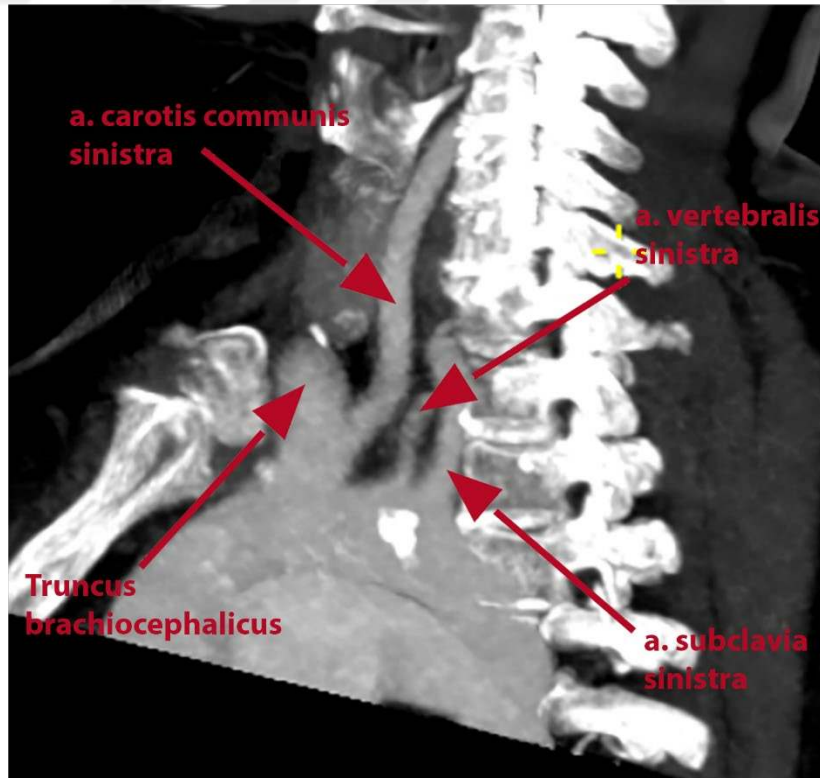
Tip 3 (Vertebral) BT Anjiografi 3D Görüntüsü.
